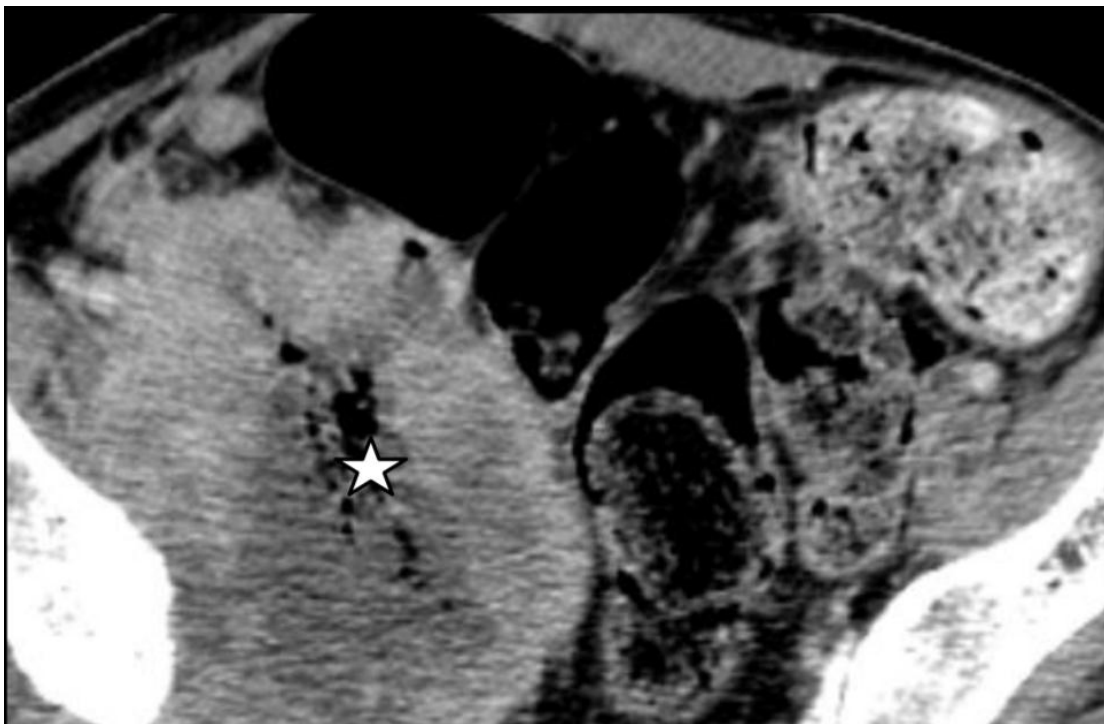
TDM montrant un envahissement d'une anse iléale par un carcinome épidermoïde de la vessie <étoile> (service de radiologie du CHU Hassan II de Fès)
